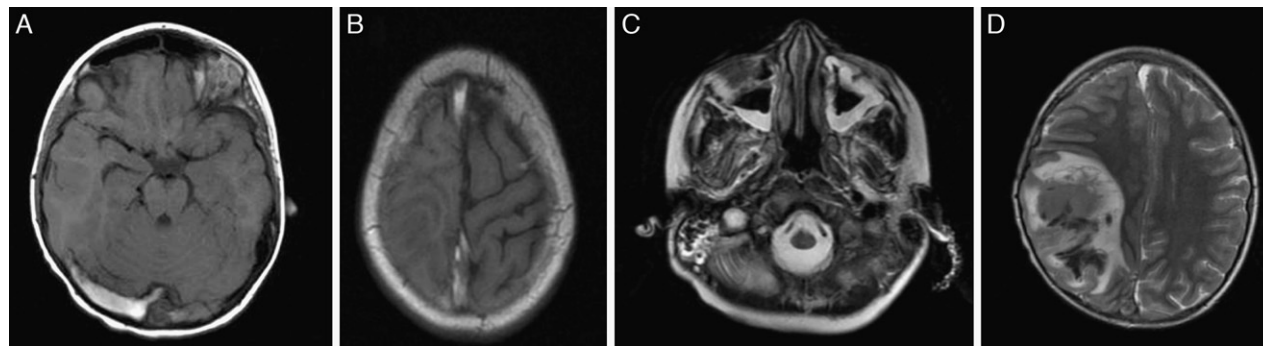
Imágenes de resonancia magnética en T1 (A, B y C) y T2 (D). Trombosis de senos venosos (A y B) y yugular derecha (C). Hematoma parietal derecho (D). Ocupación de senos paranasales y mastoiditis derecha (C).
